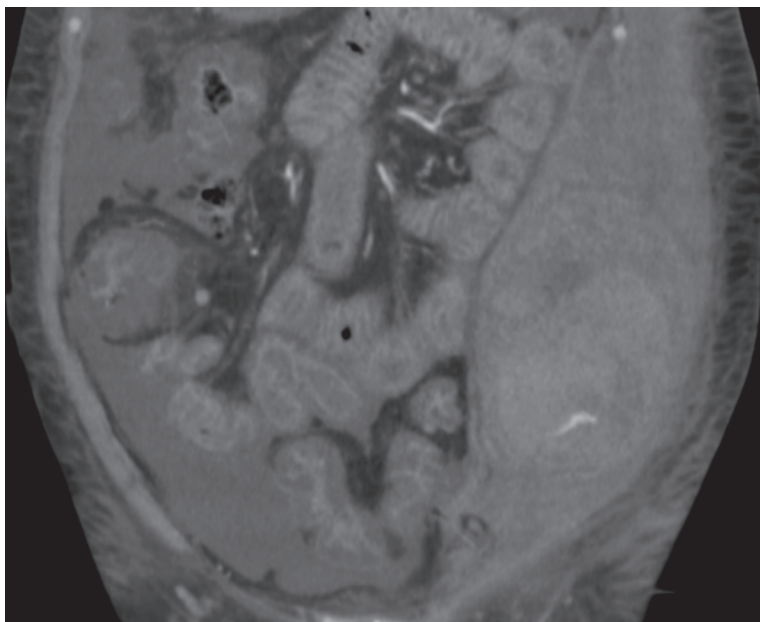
The abdominal CT (coronal view) showing an intramuscular hematoma with active contrast extravasation.
